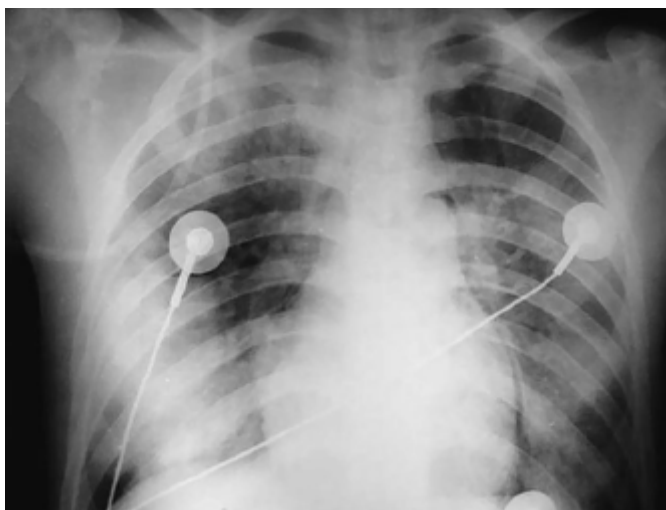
Radiografia torácica obtida após 4 h de evolução de um paciente com trauma torácico fechado, com contusão pulmonar bilateral. É possível observar infiltrados alveolares com consolidação em hemitórax direito e pneumomediastino.
